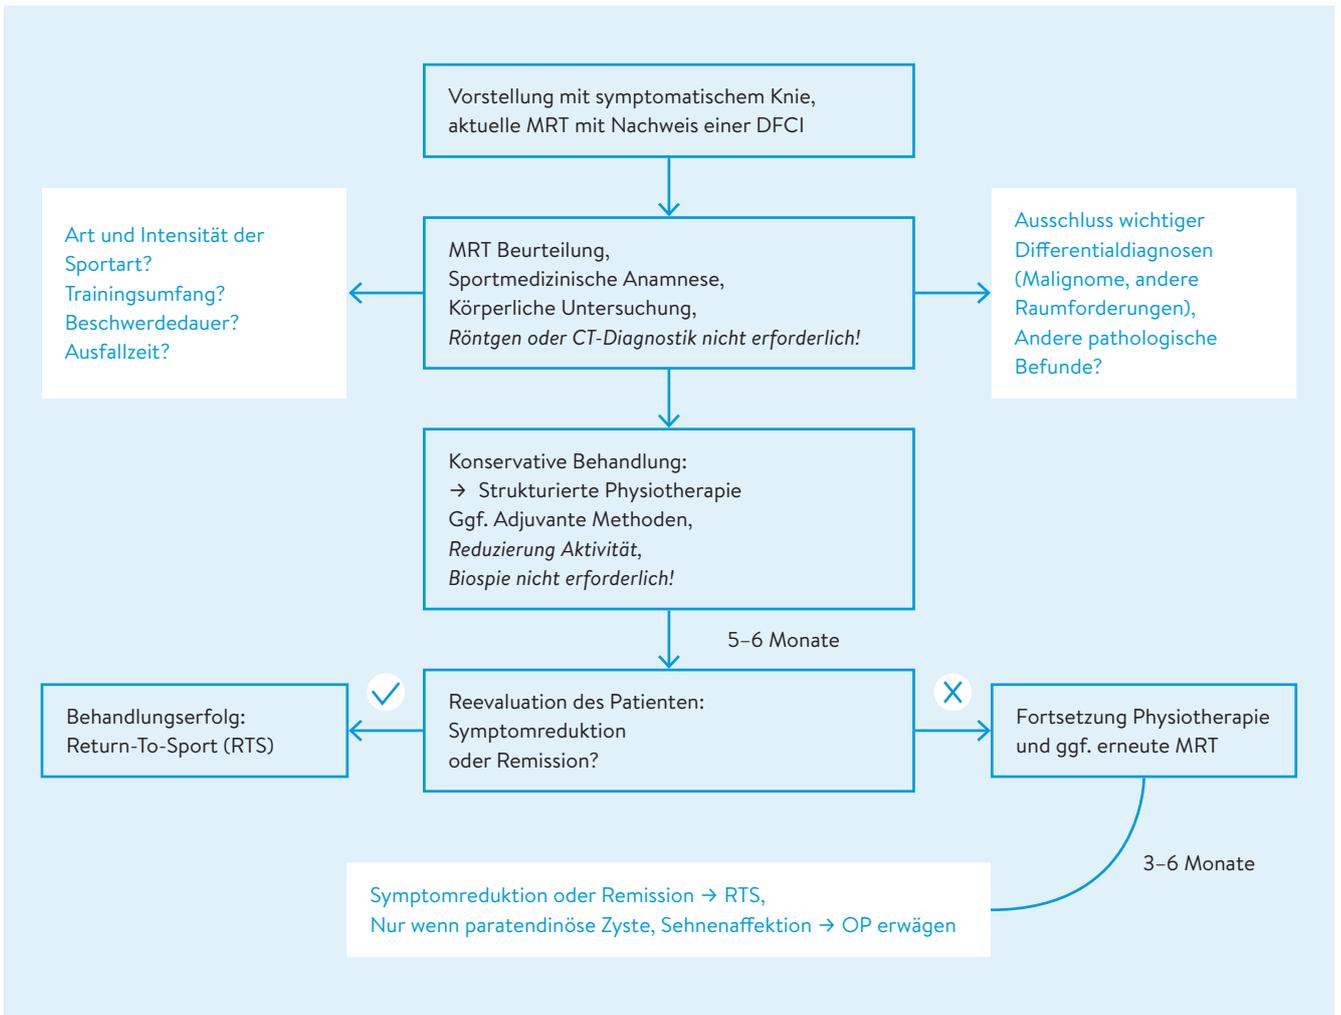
Diagnostischer und therapeutischer Algorithmus für die DFCI bei körperlich aktiven Kindern und Jugendlichen, der dem Vorgehen der Autoren bei Patienten mit Kniesymptomen und MRT-Nachweis von DFCI entspricht. DFCI= Distal Femoral Cortical Irregularity. MRT= Magnetresonanztomografie. CT= Computertomografie.
